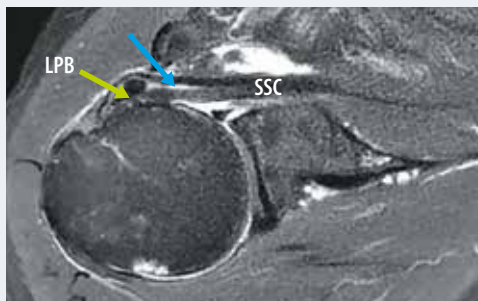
IRM, coupe transversale. Lésion transfixiante du tendon sous-épaulaire (SSC). L'ensemble du tendon est désinséré et rétracté avec un moignon libre (flèche bleue) au niveau de la glène. Il n'y a plus d'insertion tendineuse sur l'humérus. La lésion met en communication l'espace articulaire glénohuméral et l'espace sous-acromiodeltoïdien antérieur.
